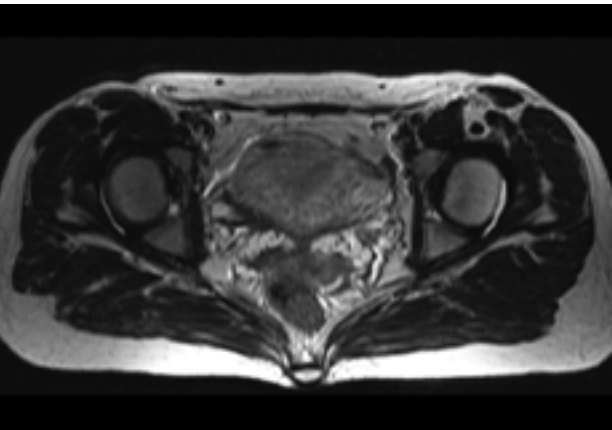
Magnetic resonance image demonstrate signal change in the reflected head of rectus femoris muscle with edematous change of peripheral soft tissue.
